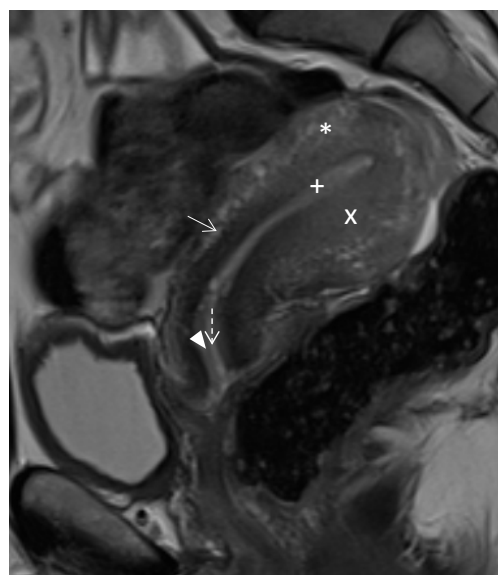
Sagital T2 de RM pélvica interceptando o maior eixo da cavidade endometrial, demonstra as diferentes camadas anatómicas que constituem o corpo do útero: o hipersinal do endométrio que reveste a cavidade endometrial (+), o hipossinal da zona juncional ou miométrio interior normal (seta completa) e espessada (x) na parede posterior por adenomiose, e o sinal intermédio do miométrio externo (asterisco). A diferença de sinal entre a zona juncional normal e o miométrio exterior resulta da maior densidade de células de músculo liso na zona juncional. No colo, quatro zonas podem ser identificadas, de dentro para fora: uma zona hiperintensa central, composta por muco (seta tracejada); que é circundada por uma zona também hiperintensa, o endocolo, constituída pelas superfícies mucosas (triângulo); que por sua vez é envolvida pela camada fibromuscular interior do estroma cervical hipointensa, que se continua superiormente com a zona juncional do corpo uterino; e mais externamente uma zona de intensidade intermédia correspondente à camada fibromuscular exterior do estroma cervical que se continua com o miométrio exterior.
